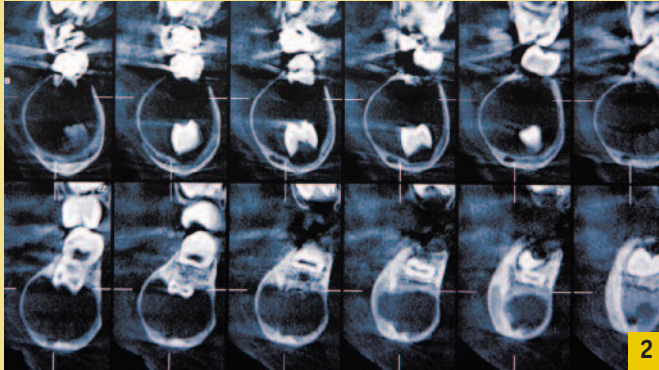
radiographie 3D préopératoire.
